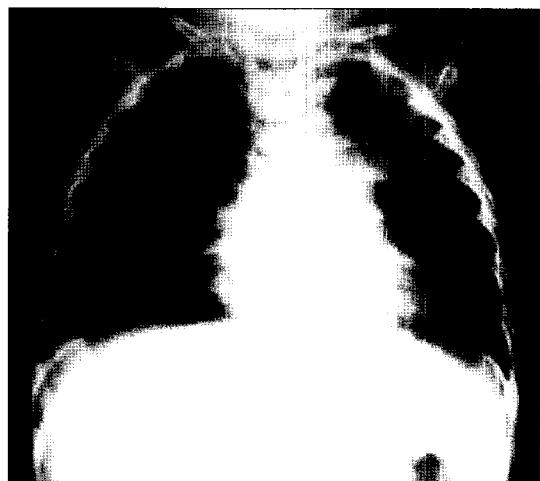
Postoperative chest roentgenogram 1 year after operation shows a convexity of the pulmonary artery segment.
